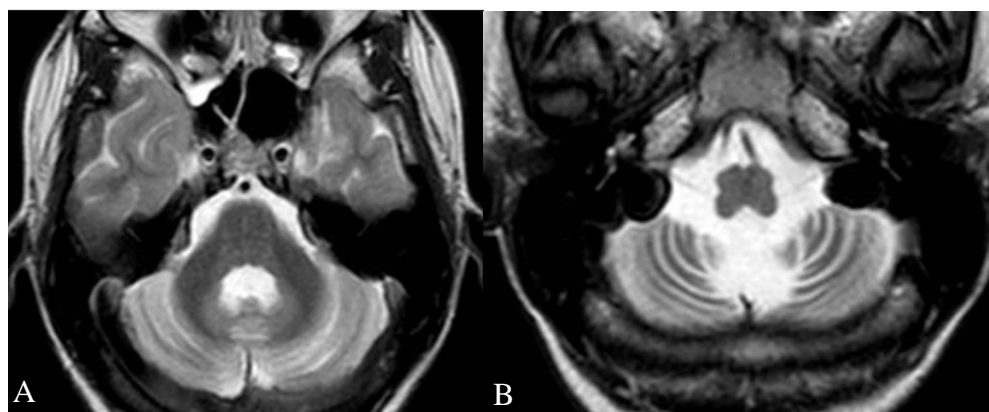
RM de crânio do caso 5.1. Imagem Axial T2 (A) e (B). Alargamento dos espaços liquóricos entre as folias nos hemisférios cerebelares, redução volumétrica mais acentuada do vermis e tonsilas cerebelares, além de discreta alteração de sinal nos núcleos denteados
